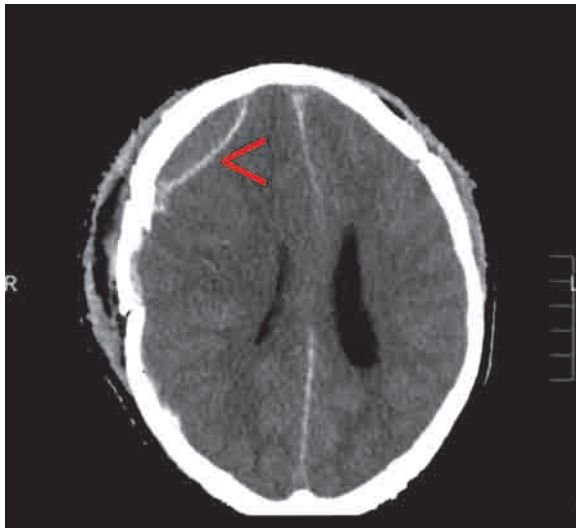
Ультратонная КТ пациента с ЭДГ в правой лобной области (красная стрелка). Обратите внимание на внешний вид гиподенсной гематомы, которая еще не свернулась.
